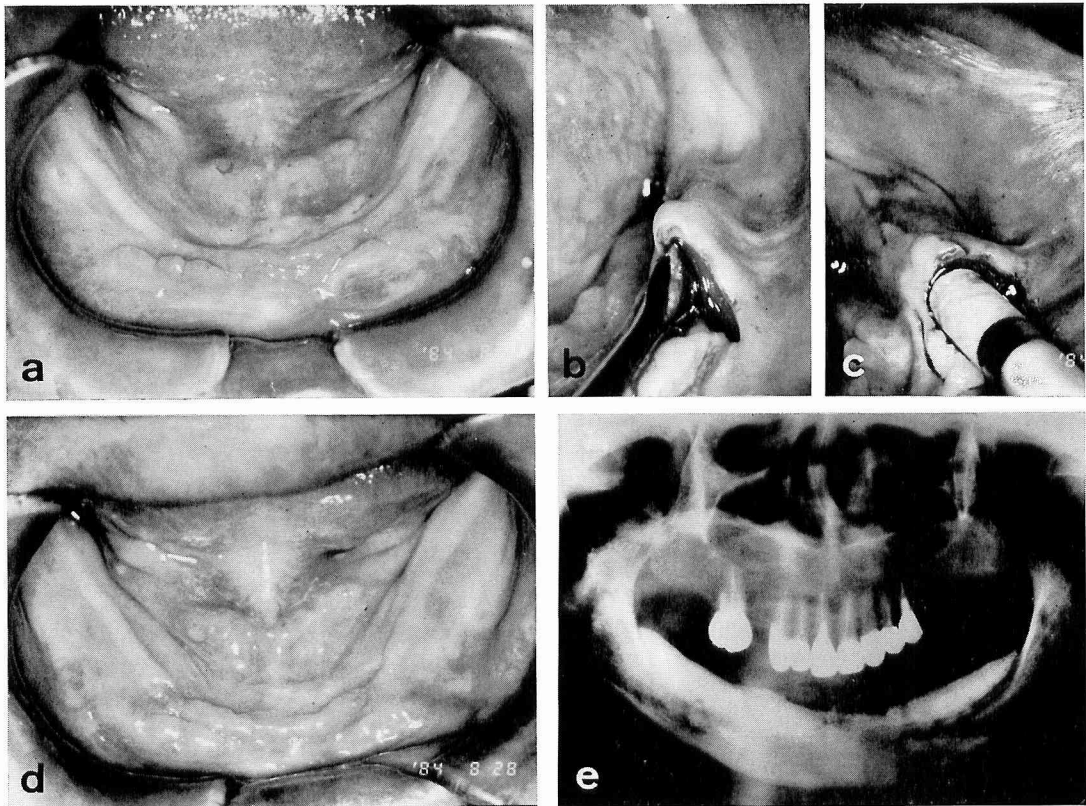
a: 症例 No. 17 の術前口腔内所見。顎堤吸収が著明で不適義歯による義歯性線維腫がみられる。b: 術中所見。骨膜下のトンネルを形成しているところ。c: シリンジにより顆粒体を注入しているところ。d: 術後3週間の口腔内所見。顎堤形成がなされこの時点ではほぼ骨様硬を呈している。e: 術後1カ月のX線写真。顆粒体による挙上が明らかである。
